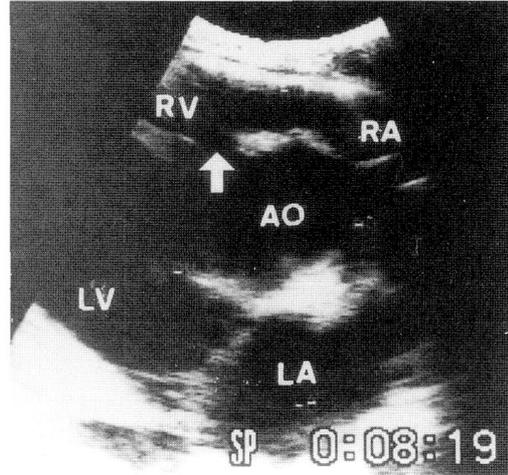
左心室流出路の心エコー像。心室中隔欠損孔（矢印）に、拡張した大動脈（AO）が騎乗している。LA：左心房，LV：左心室，RA：右心房，RV：右心室。
